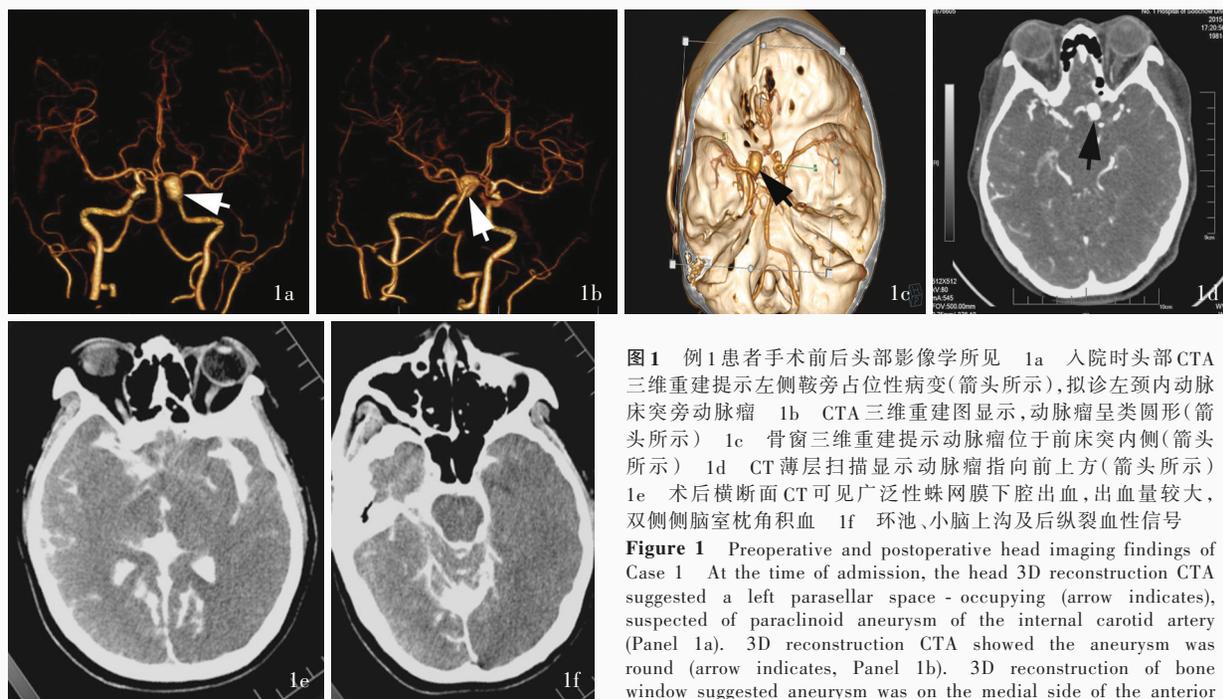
例1患者手术前后头部影像学所见 1a 入院时头部CTA三维重建提示左侧鞍旁占位性病变(箭头所示),拟诊左颈内动脉床突旁动脉瘤 1b CTA三维重建图显示,动脉瘤呈类圆形(箭头所示) 1c 骨窗三维重建提示动脉瘤位于前床突内侧(箭头所示) 1d CT薄层扫描显示动脉瘤指向前上方(箭头所示) 1e 术后横断面CT可见广泛性蛛网膜下腔出血,出血量较大,双侧侧脑室枕角积血 1f 环池、小脑上沟及后纵裂血性信号
